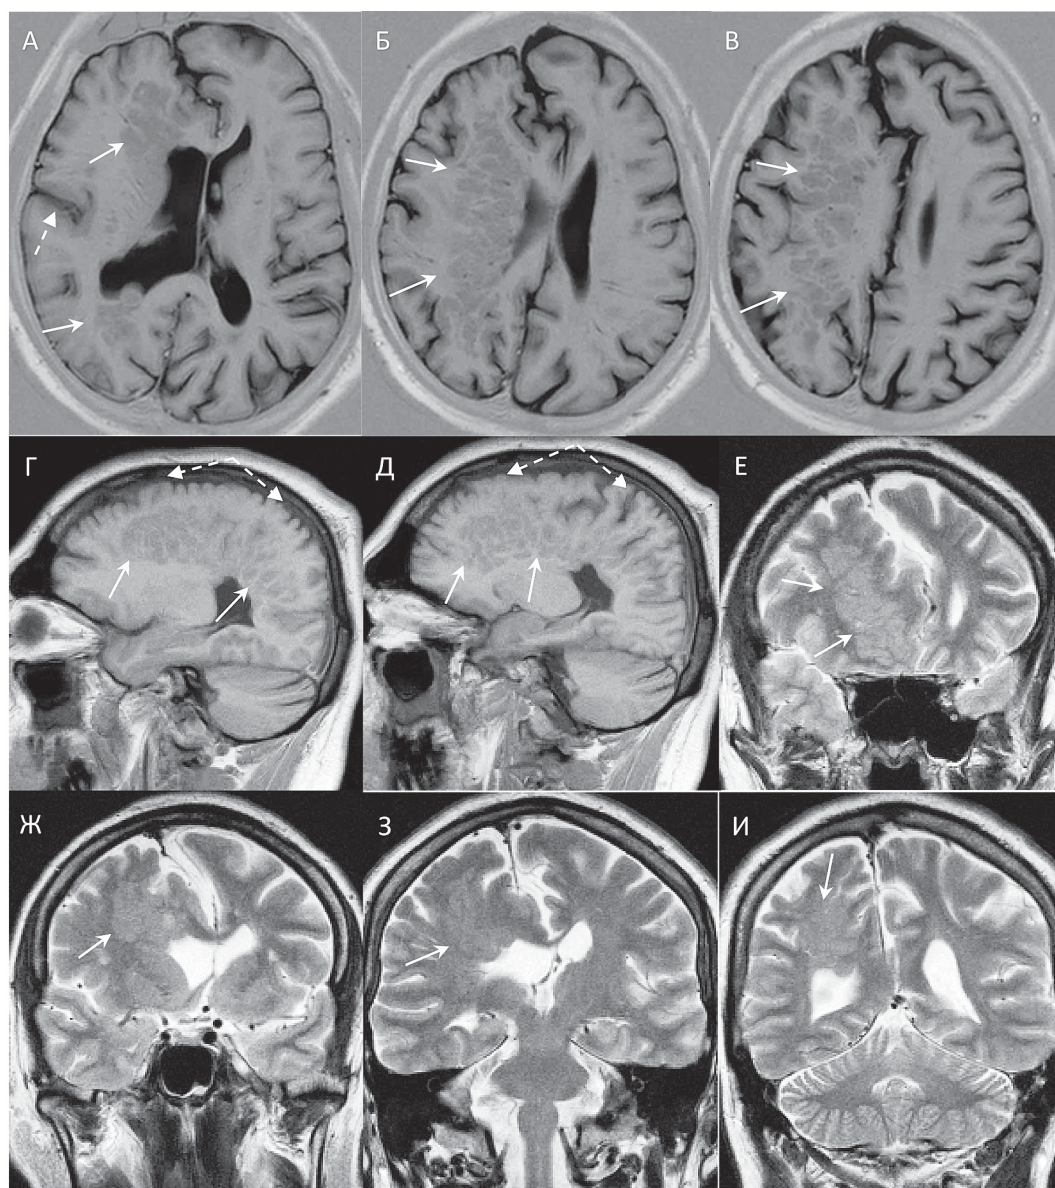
МРТ головного мозга (А–В – T1 tir tra, Г–Д – T1 fl sag, Е–И – T2 tse cor). Обширная зона узловой гетеротопии серого вещества правого полушария (сплошные стрелки). Объем белого вещества правой гемисферы уменьшен. Правый боковой желудочек расширен, деформирован узелками гетеротопии. Нарушение рисунка мозговых извилин правого полушария по типу полимикрогирии (пунктирные стрелки)
